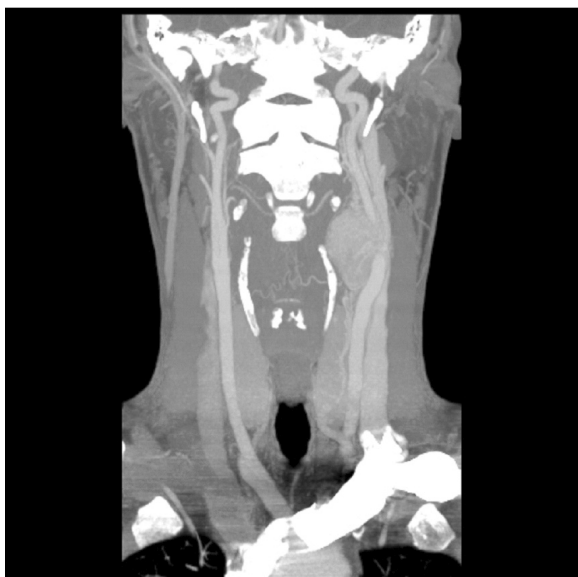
CT scan Carotid artery paraganglioma, after radiotherapy (father)
